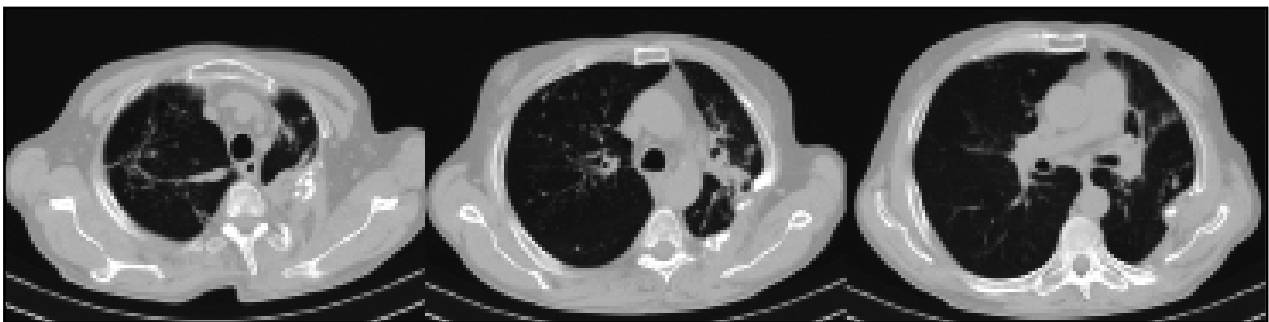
МСКТ грудной клетки больного X. через 1 месяц после имплантации ЭБК в ЛВДБ (объяснение в тексте)
